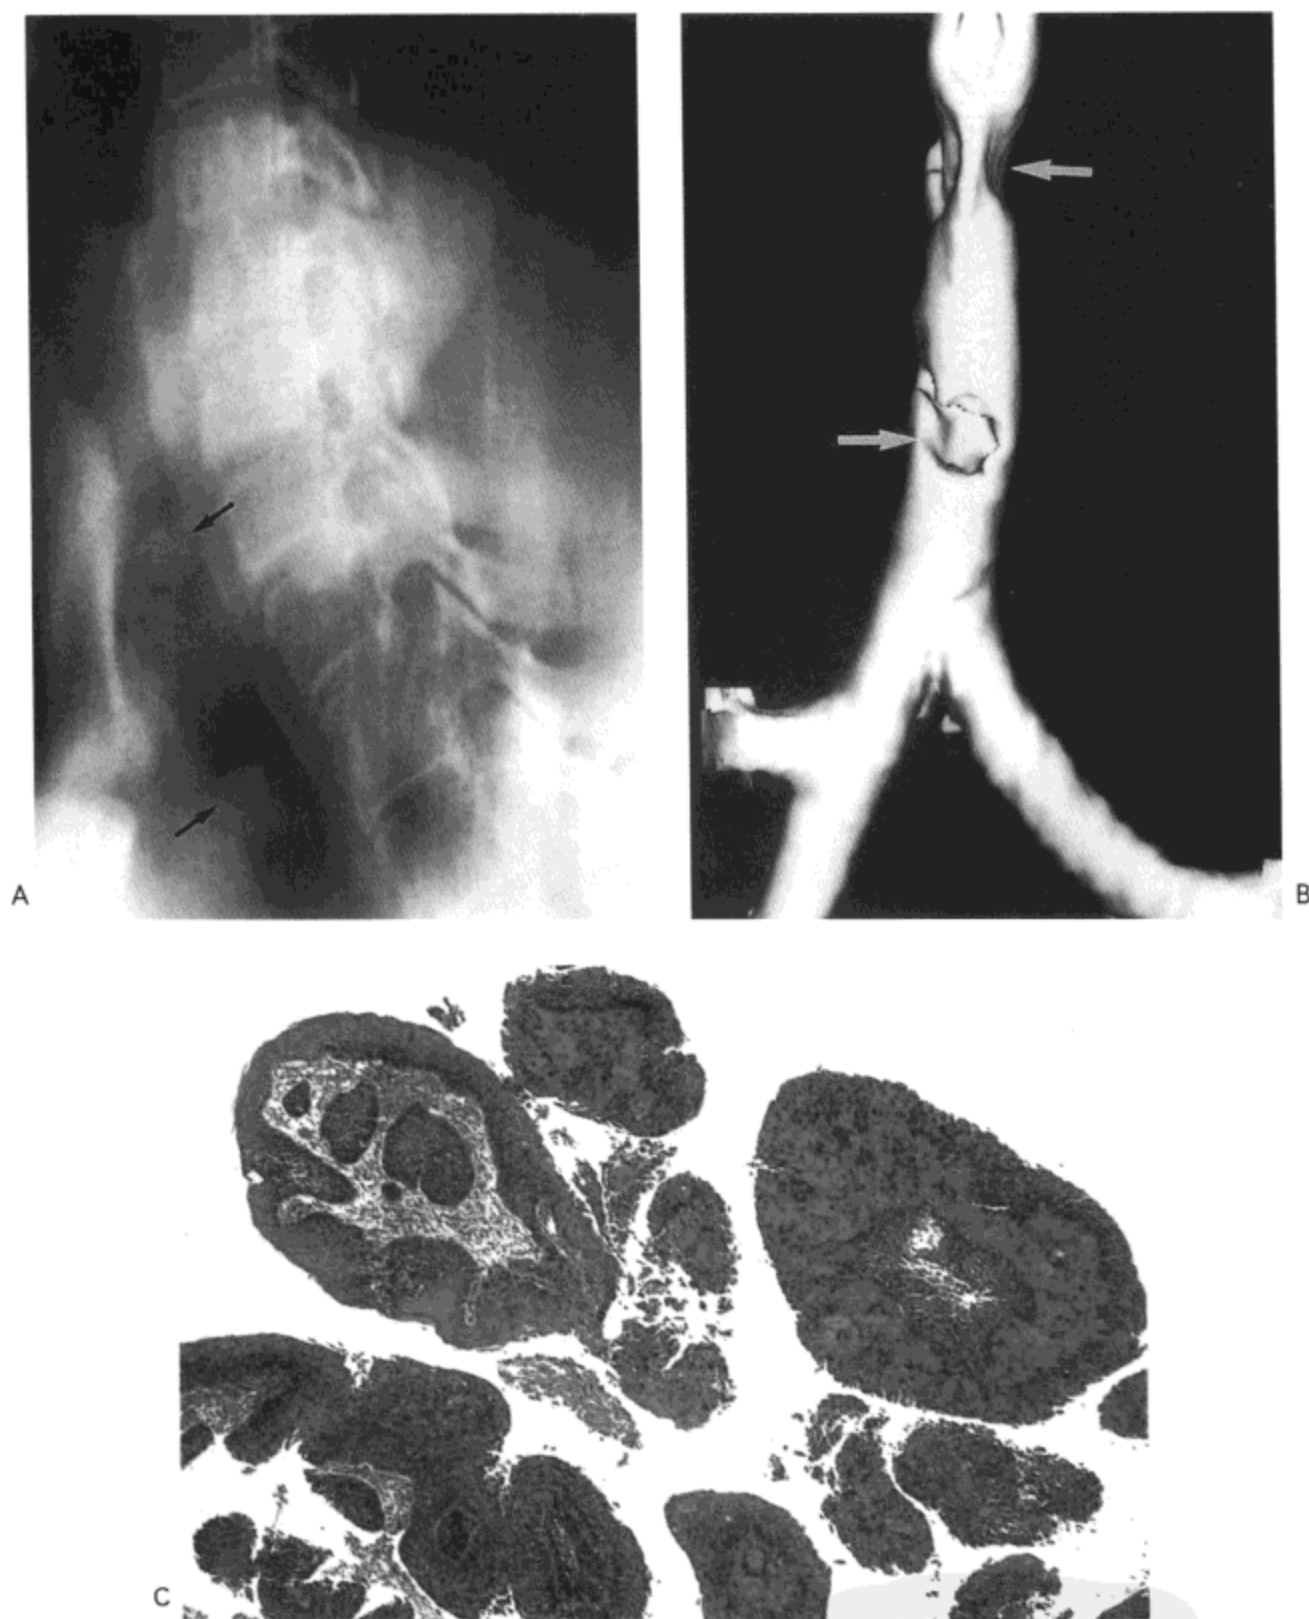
气管乳头状瘤病。A：常规体层矢状影像示多发腔内结节（箭号）位于气管气柱内。B：气管的螺旋 CT 扫描表面阴影显示三维重组像示结节形成的多发凹陷。C：活检标本低倍镜放大像示数个乳头样凸起表面覆有鳞状上皮。病人 40 岁，女（感谢韩国汉城，汉城国家大学医院放射科 Jin Mo Goo 医生提供）。
